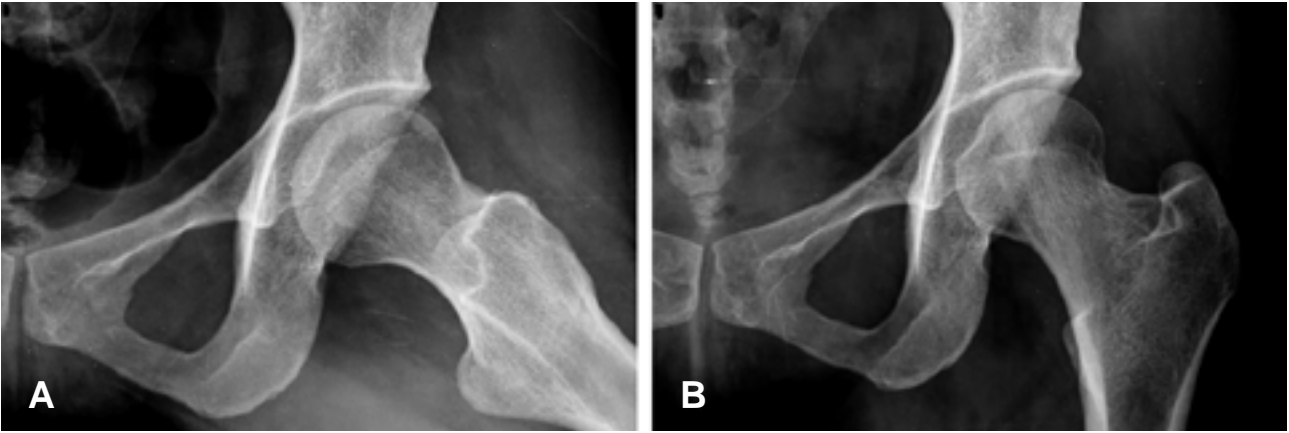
A 33 year-old woman with a calcific tendonitis of the rectus femoris muscle. (A) Initial AP radiograp demonstrate calcification at the superolateral aspect of left hip joint area. (B) 6 months postoperatively, the radiograph demonstrate absence of calcification which was seen in initial AP radiograph.
